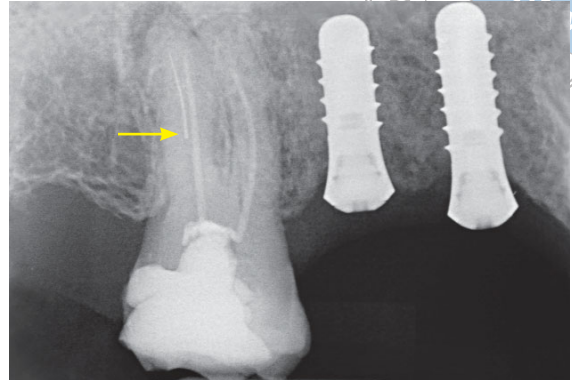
Ausgangsröntgenbild von Zahn 17 mit Instrumentenfragment – vermutlich Handinstrument (Pfeil), das bis in das mittlere Wurzelkanaltr Drittel reicht. Zu sehen sind eine insuffiziente intrakanaläre und insuffiziente koronale Füllung und horizontaler Knochenverlust. Die zweidimensionale Aufnahme lässt einen geraden Verlauf der distalen Wurzel vermuten.
